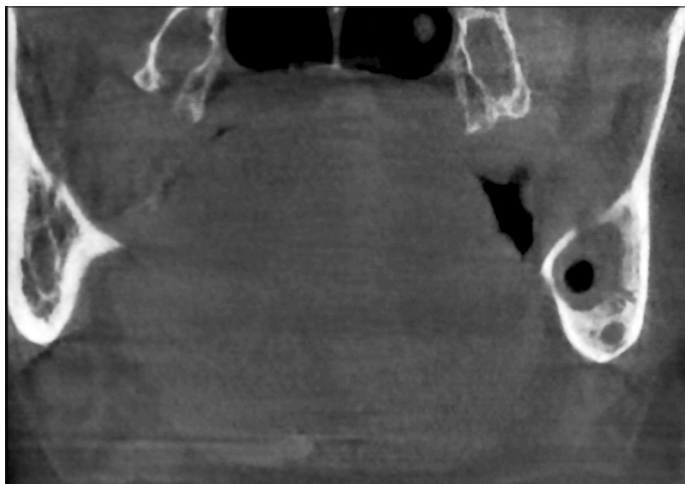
CBCT po 8 miesiącach. Znaczne zmniejszenie średnicy torbieli strony prawej z pogrubieniem ścian kostnych. Kanał nerwu zębołowego dolnego „osłonięty” tkanką kostną.
